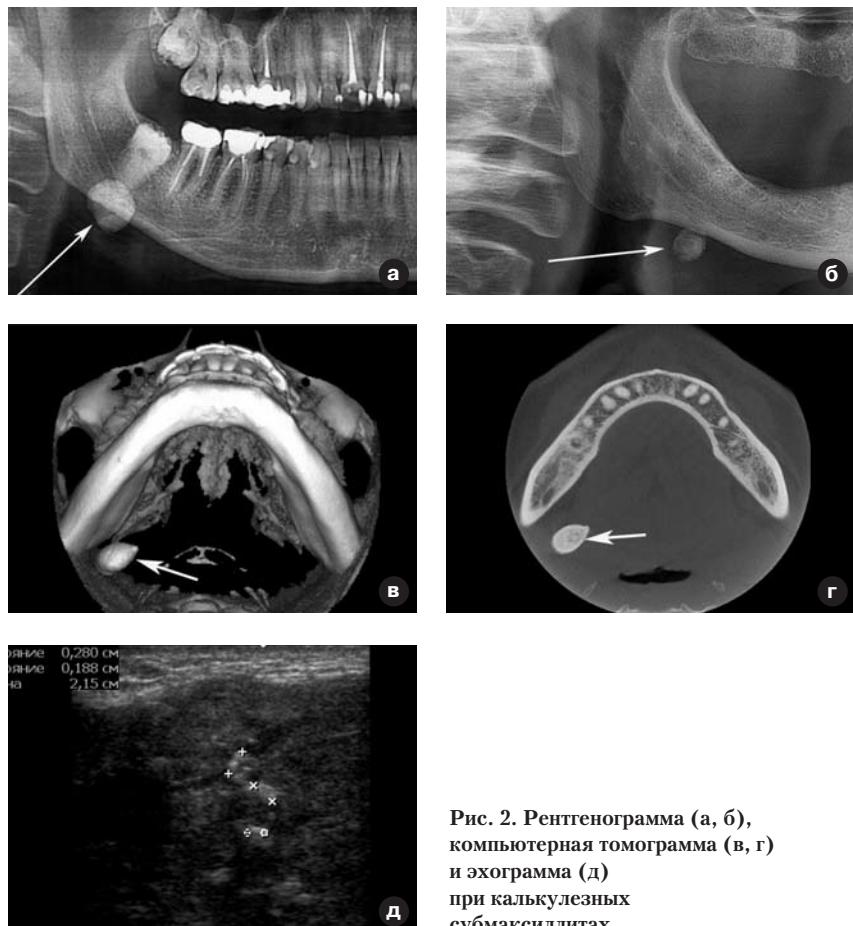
Рентгенограмма (а, б), компьютерная томограмма (в, г) и эхограмма (д) при калькулезных субмаксиллитах.
